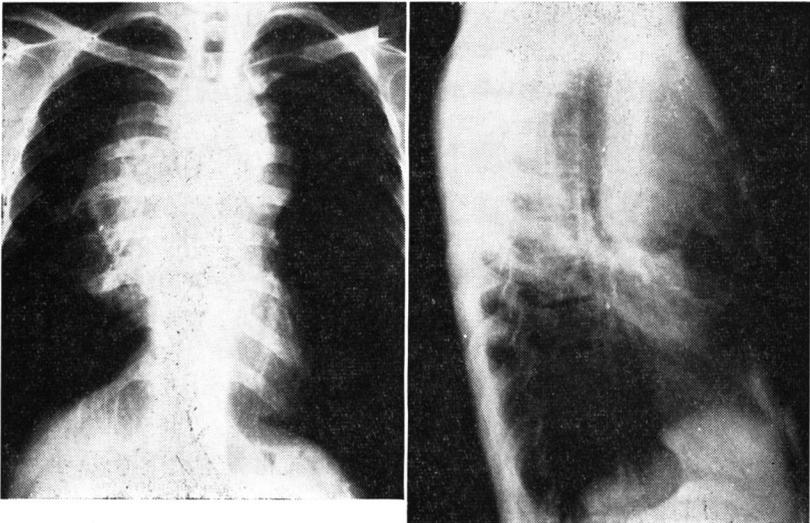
2850rads/13日 照射中止時胸部X線写真
